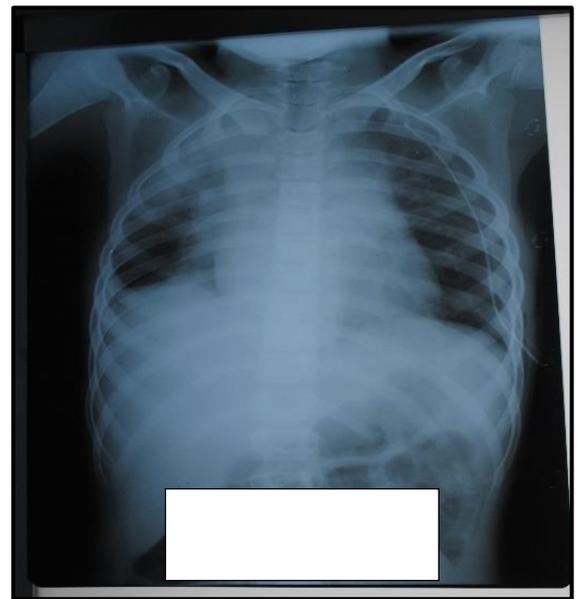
radiographie de contrôle après thoracoscopie
